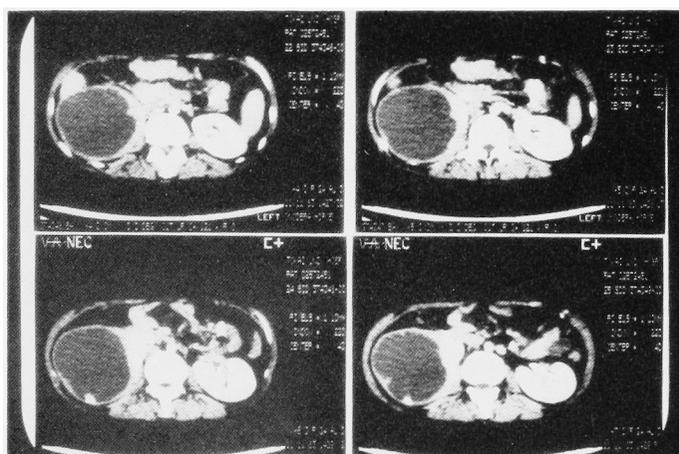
CT-scan；嚢胞壁の肥厚と嚢胞内石灰化認める。
